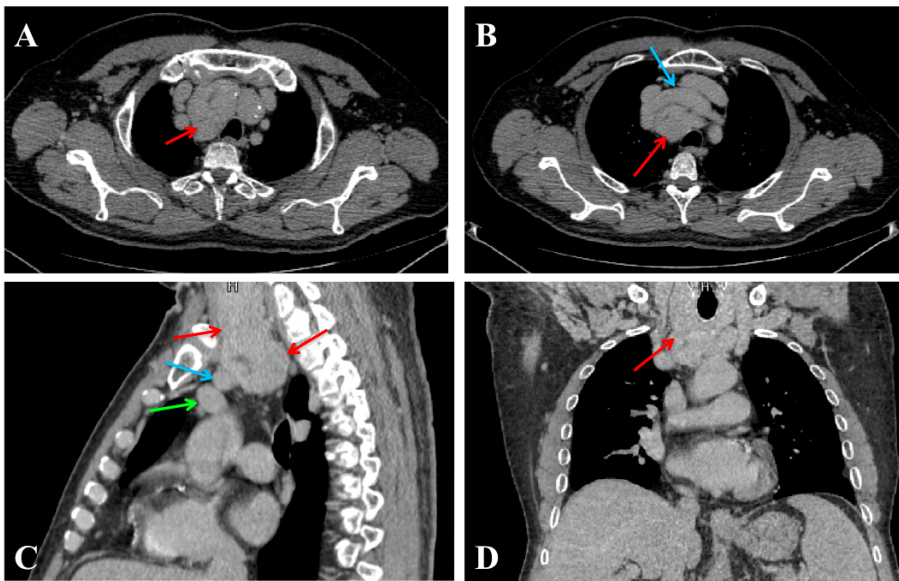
Gozzo immerso retrovascolare. Scansioni assiali TC ottenute in fase tardiva (figura A e B), riformattazioni coronali (figura C) e sagittali (figura D). Le figure dimostrano la presenza di un gozzo (freccie rosse) che si immerge nel mediastino passando posteriormente alla vena brachiocefalica sinistra (figura C, freccia verde) ed all'arteria anonima (figura B e C, freccia azzurra), fino a raggiungere la loggia di Baretty.
